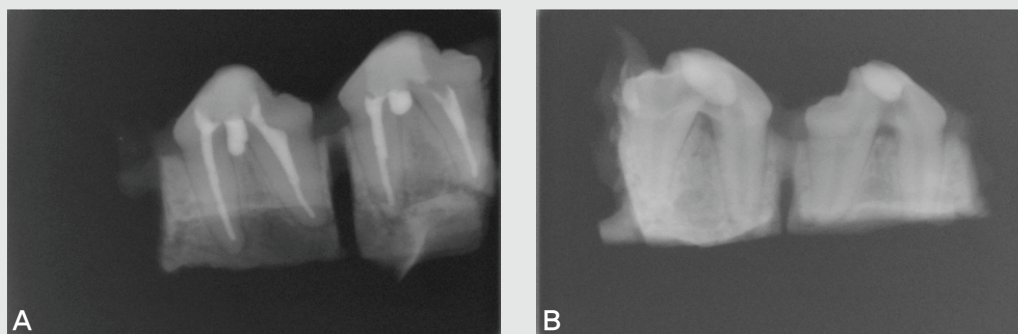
Periapical radiograph 2 weeks after experiment.
